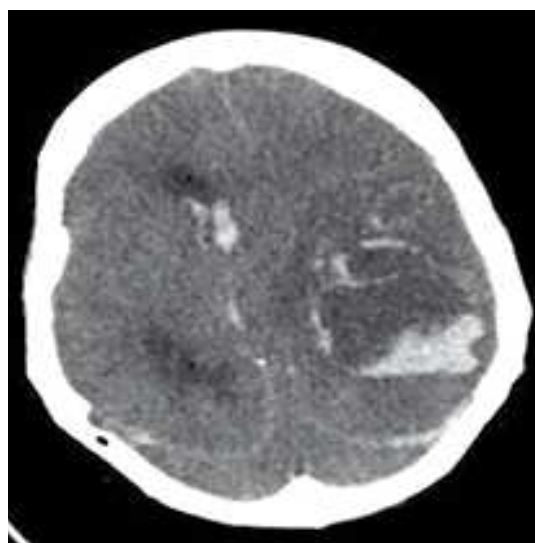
КТ головного мозга от 20.07.15 г. Патологическое образование левой височно-теменной области.
